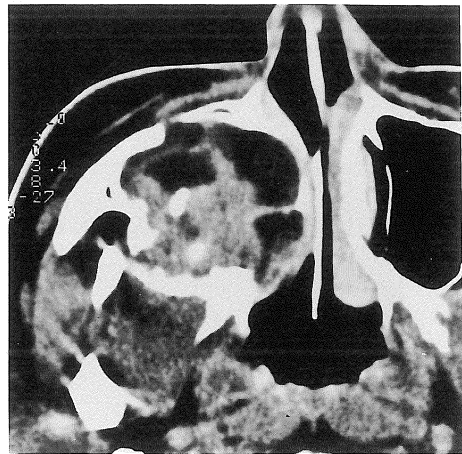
Case 2. Post contrast CT image. A soft-tissue mass filling right maxillary antrum remodels antral walls and directly extends into right nasal meatus. The lesion is quite non-homogeneously enhanced.
